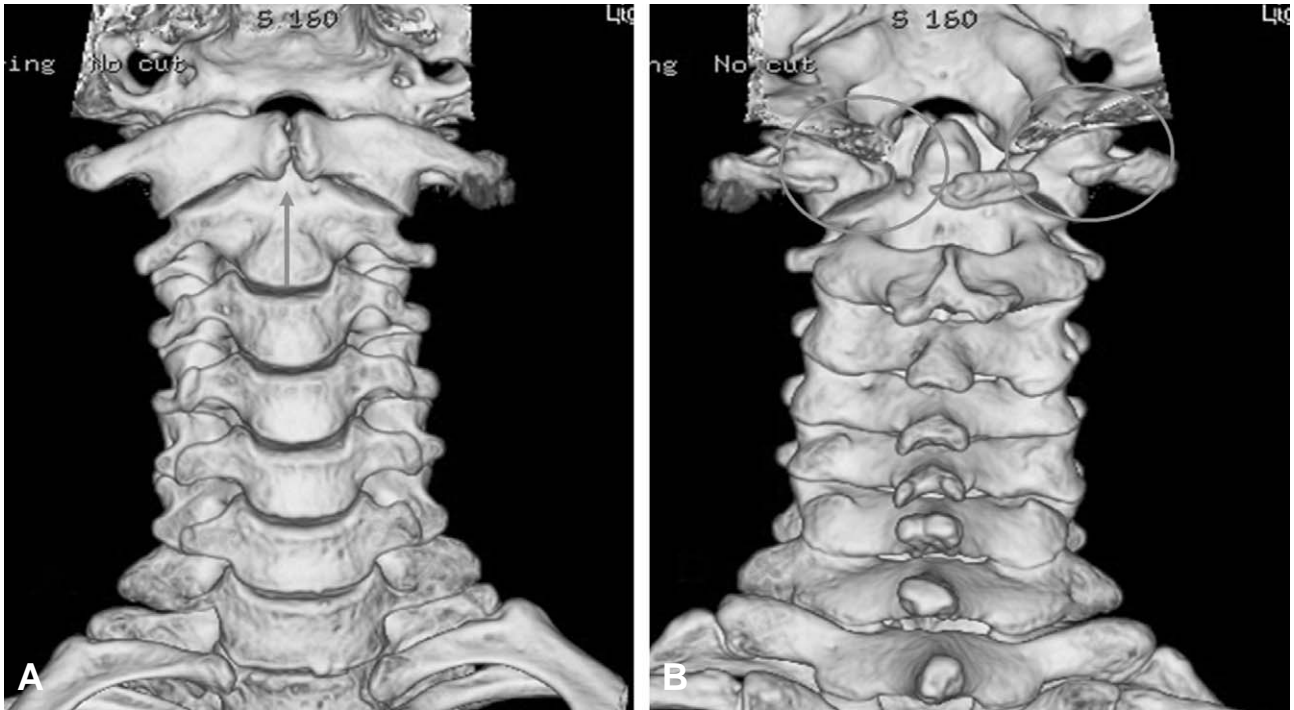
Three-dimensional CT of the cervical spine. The anterior arch of the atlas was observed bony cleft in midline. (A, arrow) The posterior arch of the atlas showed bilateral bony defects. (B, circles)
